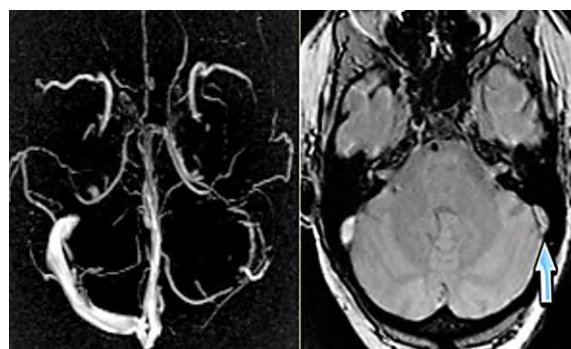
МР-венография: тромбоз левого поперечного синуса. Отмечается потеря МР-сигнала от левого поперечного синуса. Наличие визуализации синуса на «сырых» данных или же МРТ головного мозга подтверждает тромбоз синуса и исключает его гипоплазию.
